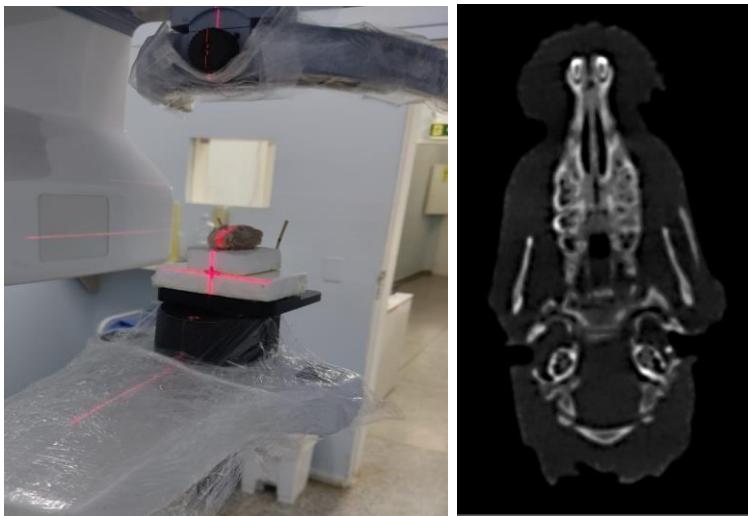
Orthopantomograph™ OP300, no FOV de 61X48mm, utilizado 90kV, 10mA por 13 segundos, expondo a peça a 1062mGycm² gerando 300 imagens.
